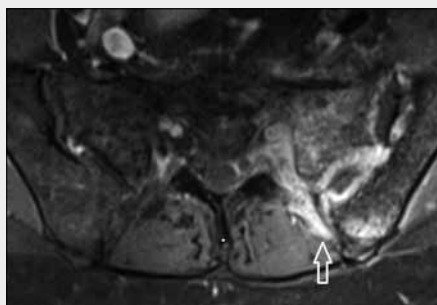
A patient with a healing fracture massa lateralis of the sacrum. A – T2W; B – T2 TIRM – an extensive edema of bone marrow; C – T1W; D – CT scan shows the line of fracture
